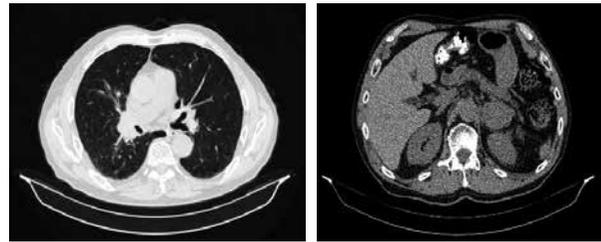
МСКТ от 09.07.2020. Сохраняющийся эффект от лечения
